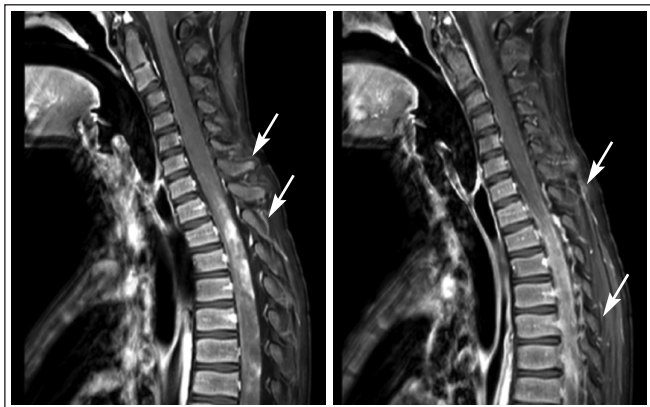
МРТ-изображения спинного мозга с контрастным усилением пациента Т. в дебюте ЗСОНМ.
